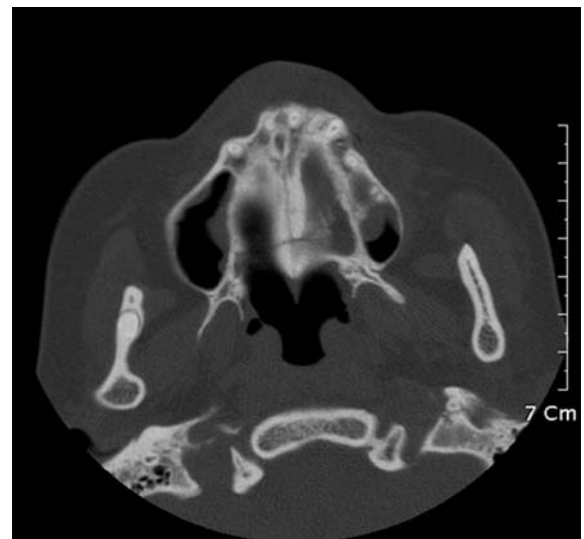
Computed Tomography (axial images). There is no cystic change around impacted teeth.
